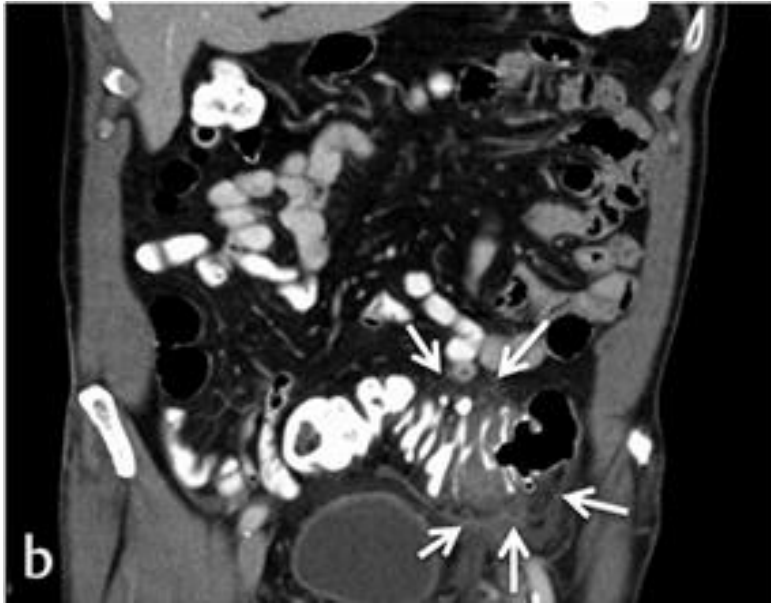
Typ 1b: Abdomen CT eines 71-jährigen Patienten mit Kontrastmittel, Frontalebene. Zusätzlich zur Wandverdickung und erhöhter Vaskulisation des Darm zeigt sich eine phlegmonöse Reaktion des umliegenden Gewebes [41].
